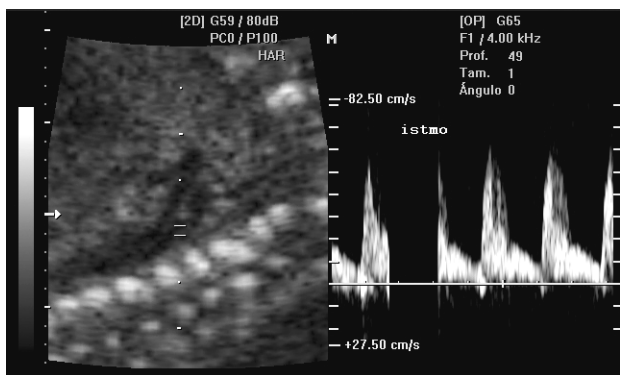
Istmo aórtico: Doppler en feto normal con flujo anterógrado.
